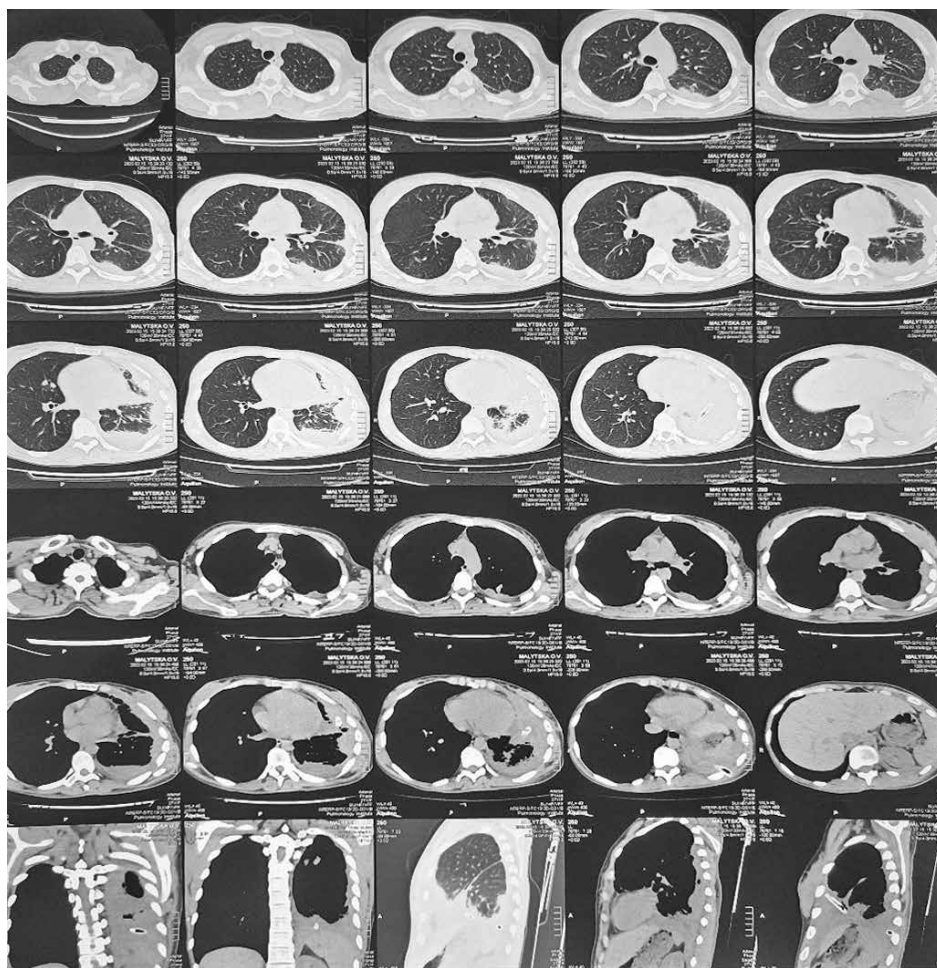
КТ ОГП пацієнтки М. після оперативного втручання в НІФП: паренхіма повністю розправлена, купол діафрагми ліворуч підтягнутий до верху, деформований плевральними швартами, в плевральній порожнині виявляється плевральний випіт із товщиною шару від 5 до 23 мм, поодинокими пухирцями повітря, дренажами. Значно потовщена костальна плевра. КТ-ознаки лівобічного плевального випоту з тенденцією до осумкування й організації
